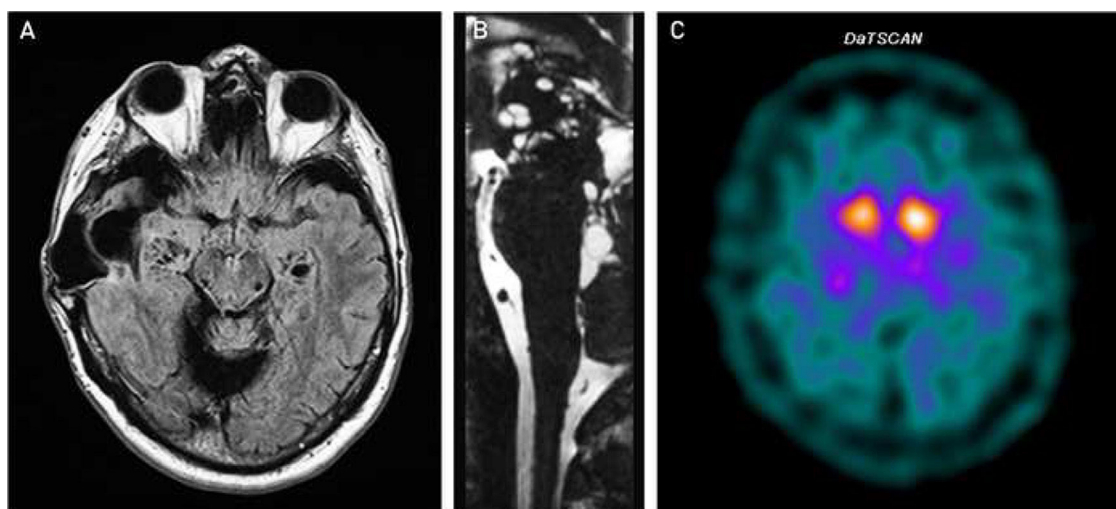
A) Resonancia magnética cerebral, secuencia FLAIR, corte axial, donde se aprecia una extensa encefalomalacia temporal derecha, asociada a una craniectomía (relacionado con la meningitis tuberculosa de la infancia) junto con dilataciones perivasculares en hipocampo, región caudal del estriado y mesencéfalo bilateral. B) Resonancia magnética cerebral, secuencia T23D (CISS), corte sagital, donde se aprecian imágenes quísticas en el IV ventrículo y dilataciones perivasculares en el mesencéfalo. C) SPECT con I-123 ioflupano (DAT-scan) muestra una disminución de captación del radiotrazador en putamen bilateralmente.
